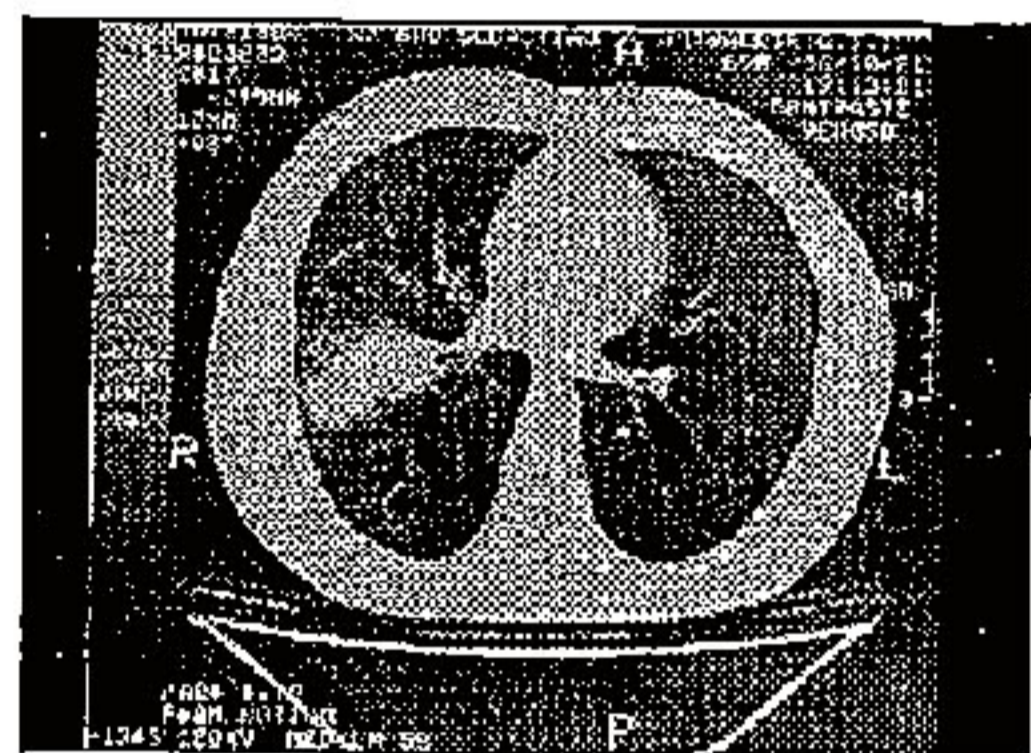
Caso 1-TC de Tx de 21/10/96. Massa de LID.
